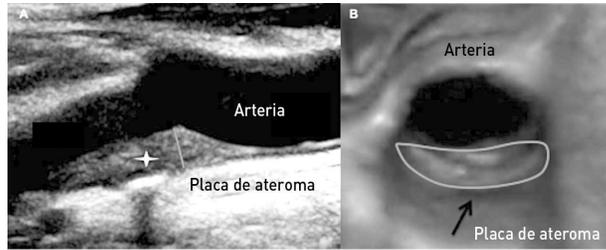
Placa de aterosclerosis visualizada mediante ecografía vascular 2D (A) y ecografía vascular 3D (B).*
